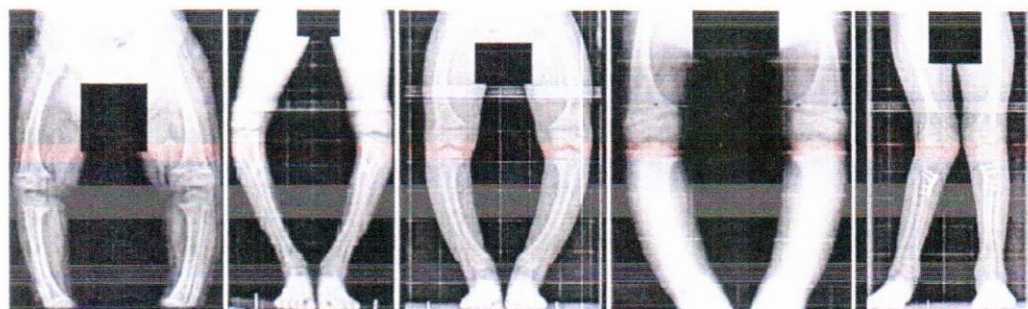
Radiographs of the lower extremities of children affected with X-linked hypophosphataemia. The patients show disproportionate short stature with genu varum (bowed legs). The final panel on the right shows a patient with a windswept deformity (characterized by a valgus deformity in one knee in association with a varus deformity in the other knee). The radiographs reveal severe leg bowing, partial fraying and irregularity of the distal femoral and proximal tibial growth plates. Note the lack of bone resorption features.
